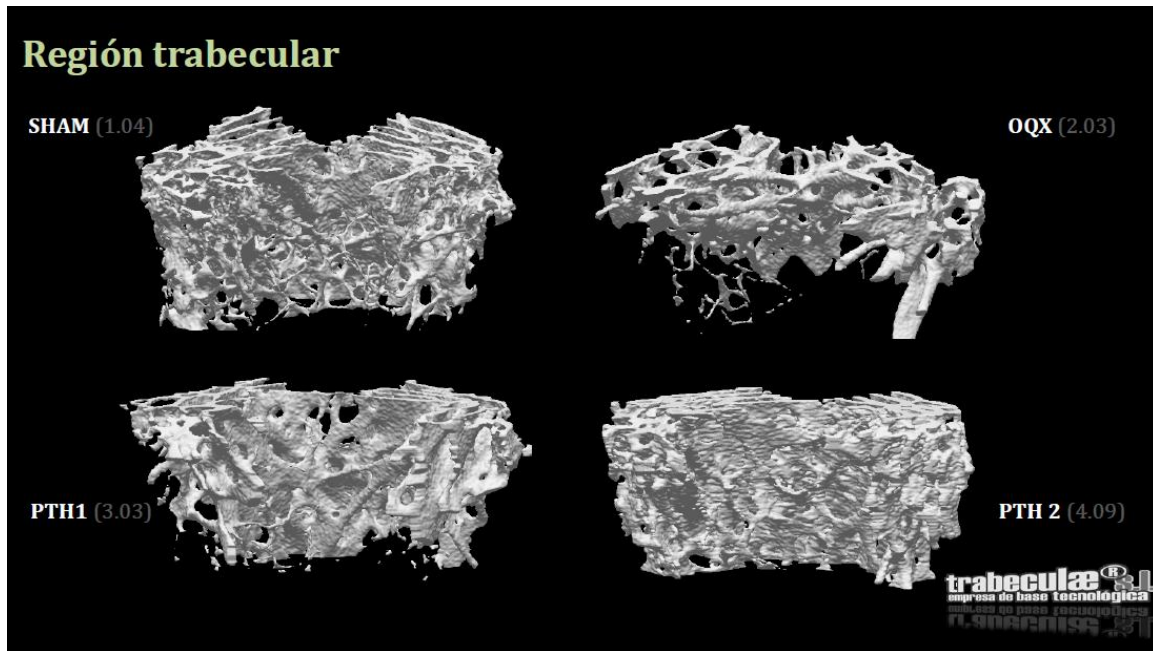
(extracción sección trabecular, proyección AP). Imágenes representativas de la microarquitectura ósea trabecular del fémur en 3D obtenidas mediante μ CT. Las muestras se obtuvieron de los distintos grupos formados por ratas a las que se realizó una operación simulada (SHAM), ratas operadas (OQX) y ratas operadas tratadas durante 3 meses con PTH 10 μ g/Kg/día (OQX+PTH1) y PTH 50 μ g/Kg/día (OQX+PTH2).
